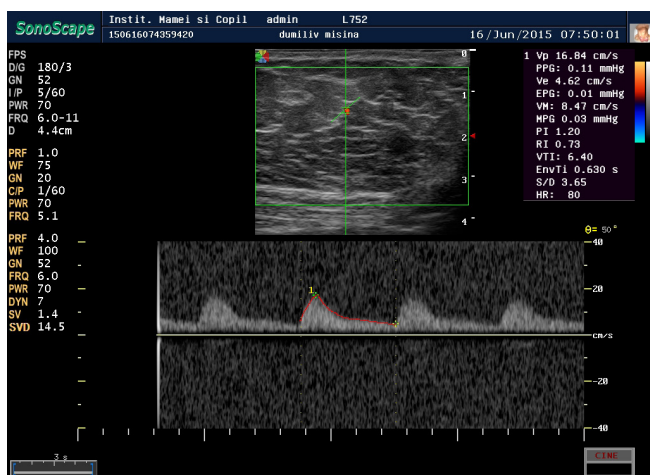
Dopplerografie: vascularizare aferentă periferică a formațiunii endometriale.
